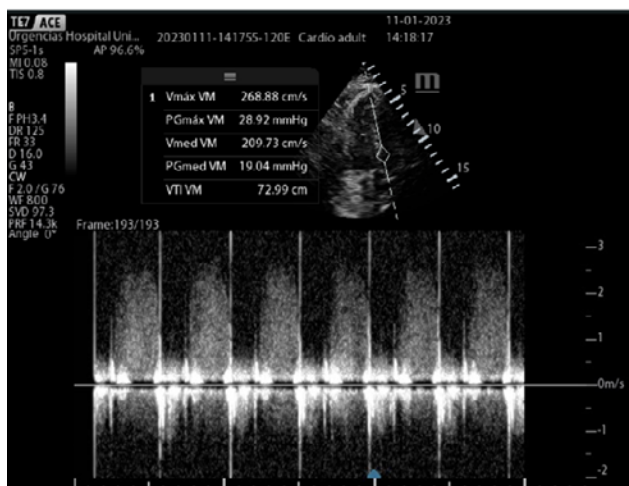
Ecografía cardiaca focalizada a pie de cama en la que se observa estenosis de la válvula protésica por alteración del gradiente medio.
